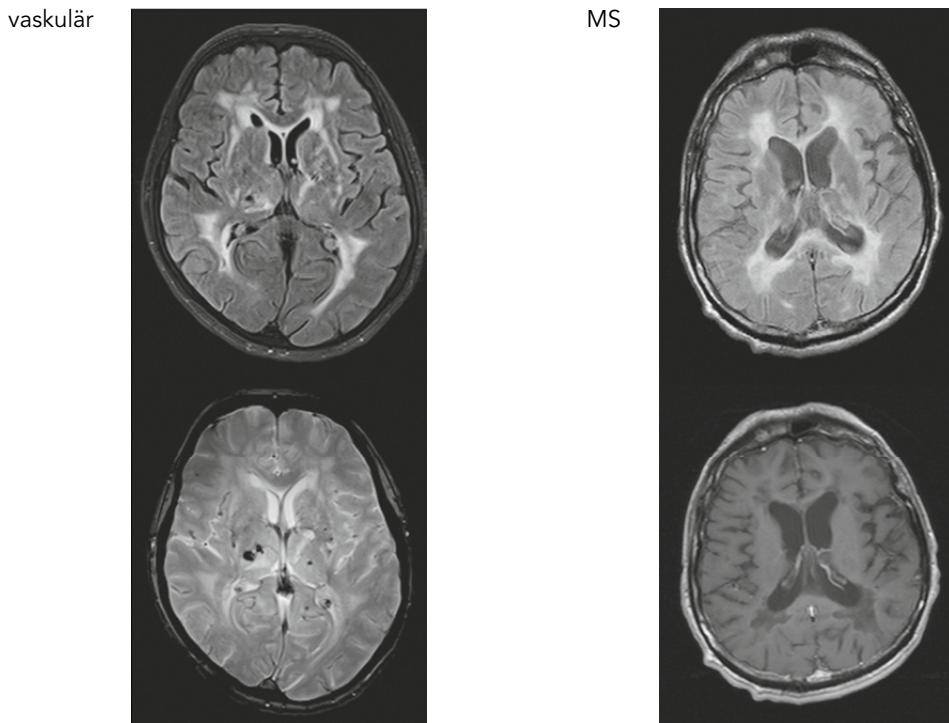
Beispiele MRT-Diagnostik
